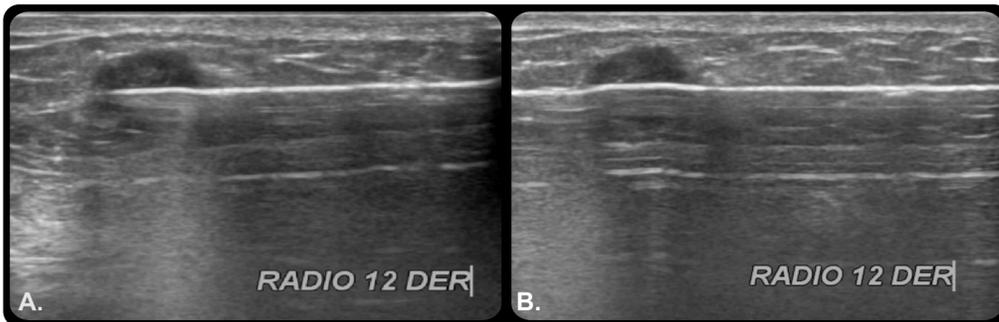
A-B. Biopsia con aguja gruesa(BAG) guiada por ultrasonido de heterogéneo nódulo sólido localizado en el Radio de las 12 en la mama derecha.
